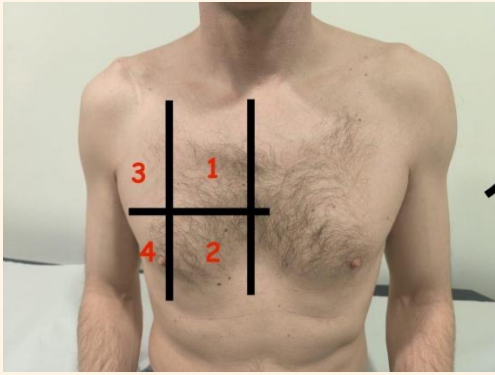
Campos anteriores de exploración en ecografía pulmonar por cada hemitórax
